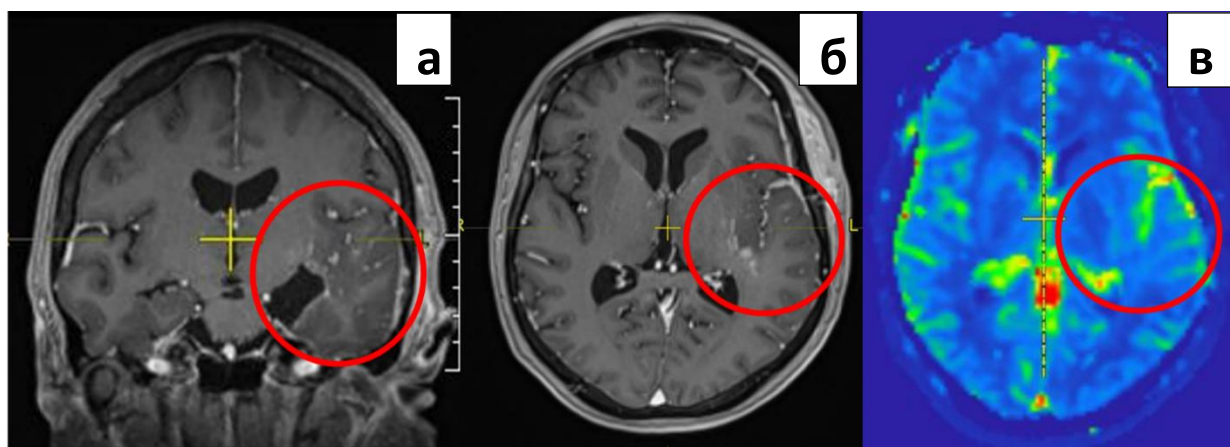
Клинический пример. Пациент X. 56 лет. Глиобластома Grade IV левой височной доли. Слева направо: изображения в T1+Gd cor, ax (а,б) через 1,5 месяца после лучевой терапии на границе островковой и височной долей слева определялись участки накопления. На перфузионной карте (в) признаки гиперперфузии в зоне интереса не выявлены.
